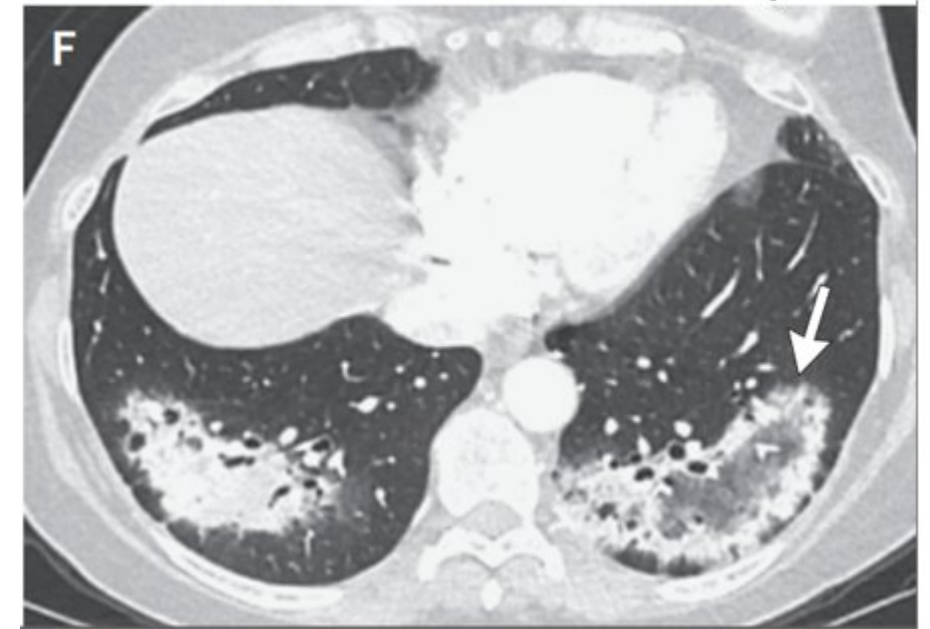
Corte axial de TC de tórax donde se señala con la flecha el signo del atolón en LII. Tomado de (Talmadge E. King, 2022).
